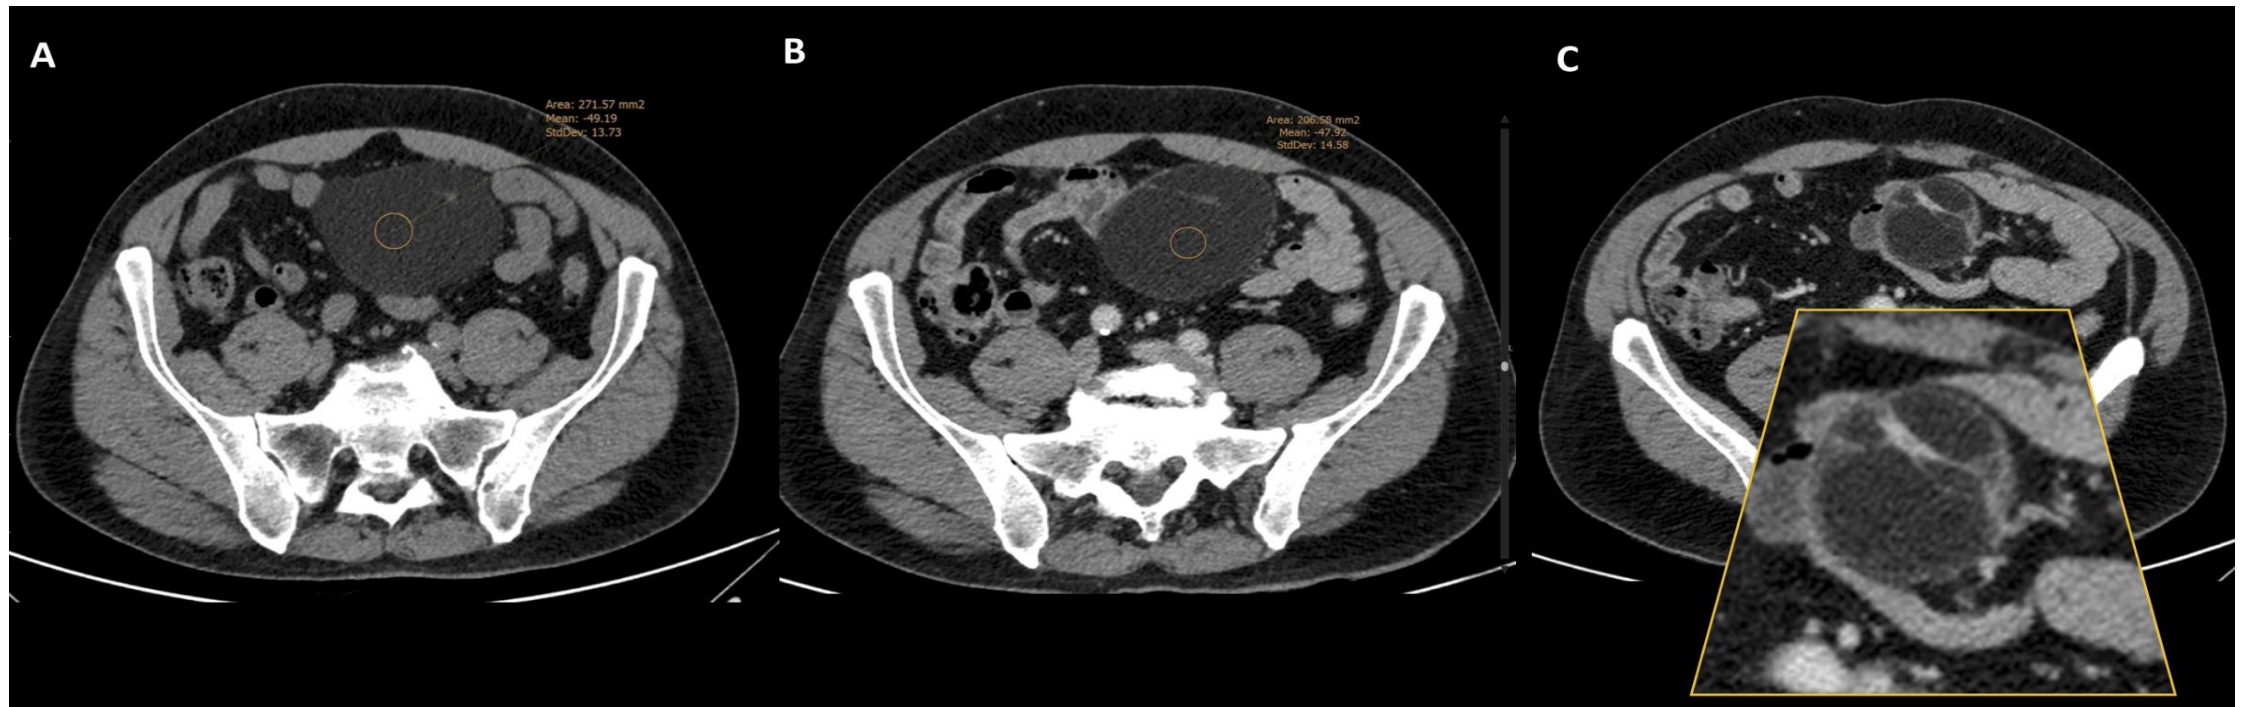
Caso 2. TC abdominal sin y tras la administración de contraste con adquisición de las imágenes en fase portal. A) Masa quística con valores de densidad -49 UH (entre grasa y agua) compatible con linfangioma, con pequeños septos en la parte ventral; B y C) Realce de los septos y la pared fina tras la administración de contraste.
